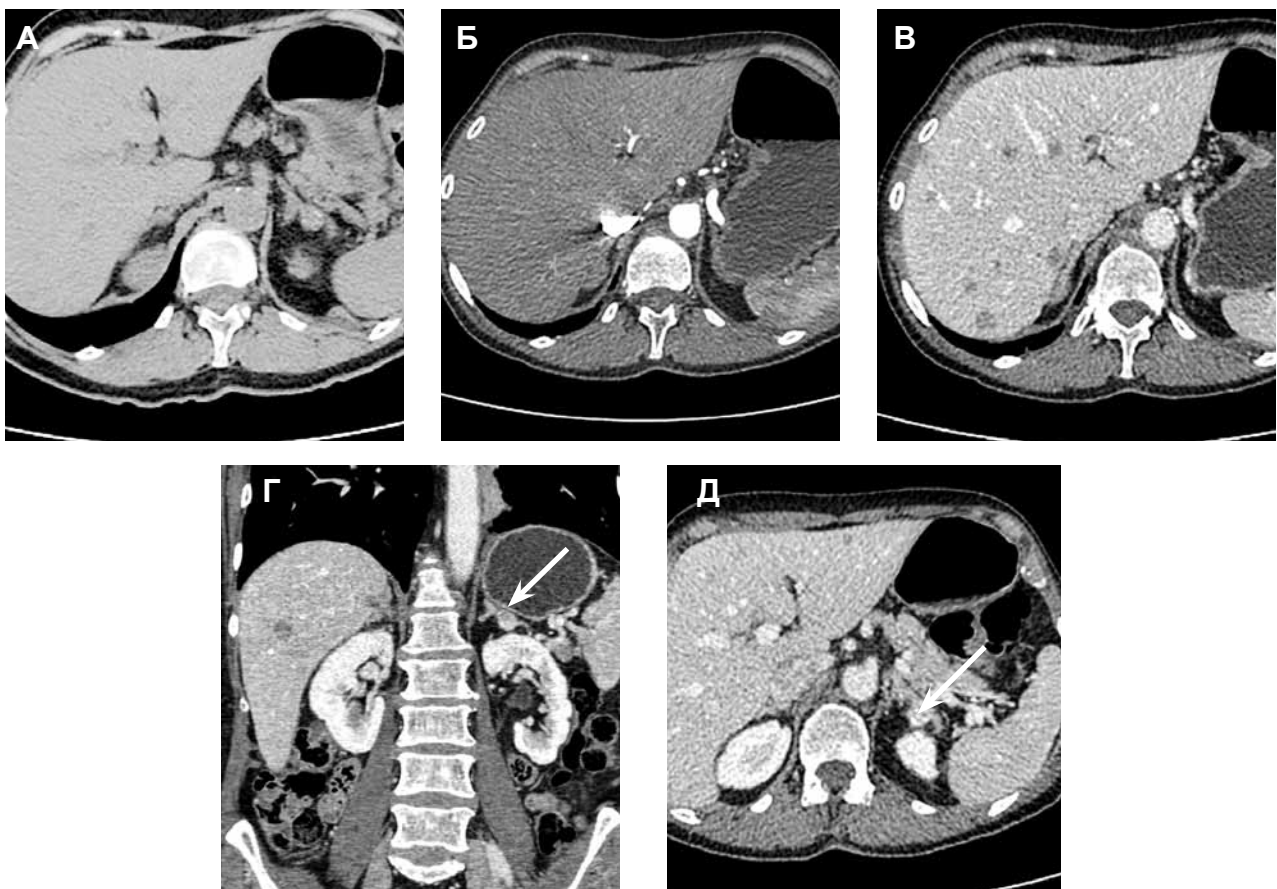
То же наблюдение. Мультидетекторная компьютерная томография. Мультифазное сканирование. Аксиальные срезы. А – нативная, Б – артериальная, В, Д – портальная фазы исследования и фронтальная реконструкция (Г). Множественные метастазы (более четко выявляемые в портальную фазу исследования (В), метастаз в левый надпочечник (стрелки)
